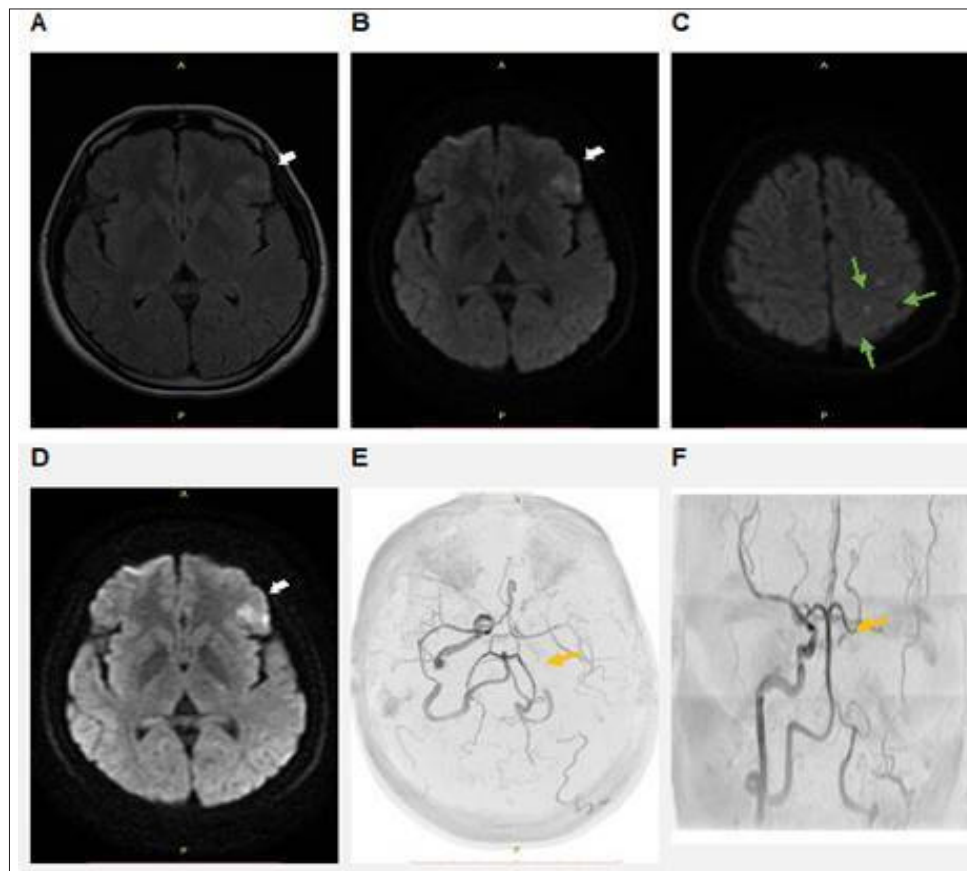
A. Imagen de resonancia magnética (RM) FLAIR axial, pequeña área hiperintensa cortical frontal lateral izquierda. B, C. La resonancia magnética de difusión confirma evento cerebrovascular isquémico agudo, frontal izquierdo y eventos isquémicos lacunares pequeños en el lóbulo parietal izquierdo. D. Control Axial MRI, muestra una lesión hiperintensa en la región frontal izquierda y una pequeña secuela en el lóbulo parietal izquierdo. E, F. Angio -Persistentemente 3D-TÓF, sin señal arteria carótida interna izquierda media izquierda y arteria cerebral.
